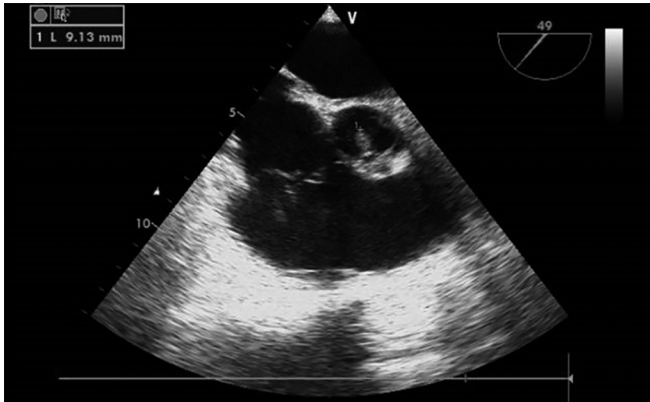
Ecocardiografia transefagica demonstrando vegetação de 9,13mm na válvula aórtica.
